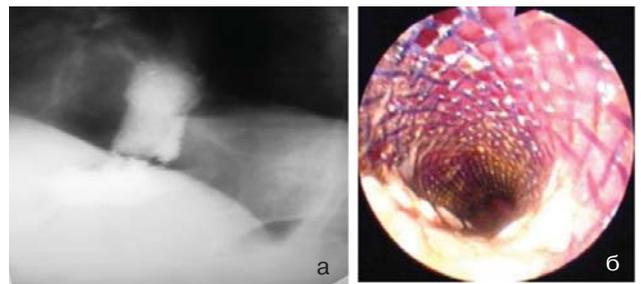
Рентгенограмма пищевода больного А., 76 лет: а – состояние после стентирования; б – стент в просвете пищевода
